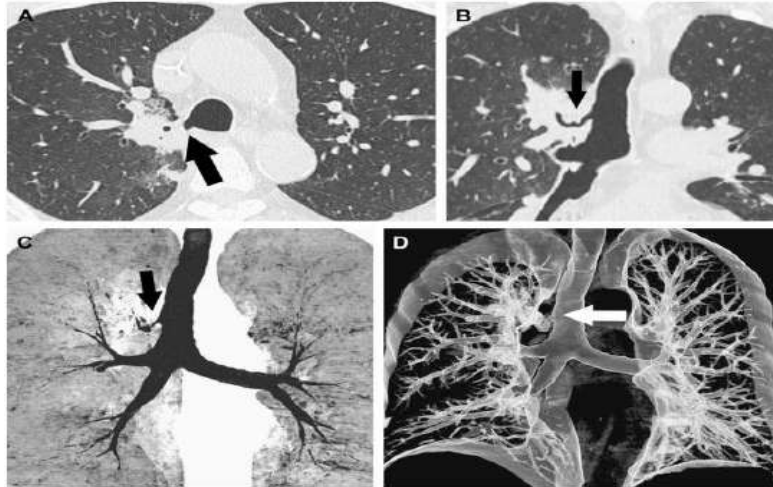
BT supernumerario y desplazado (A-D) (9)
